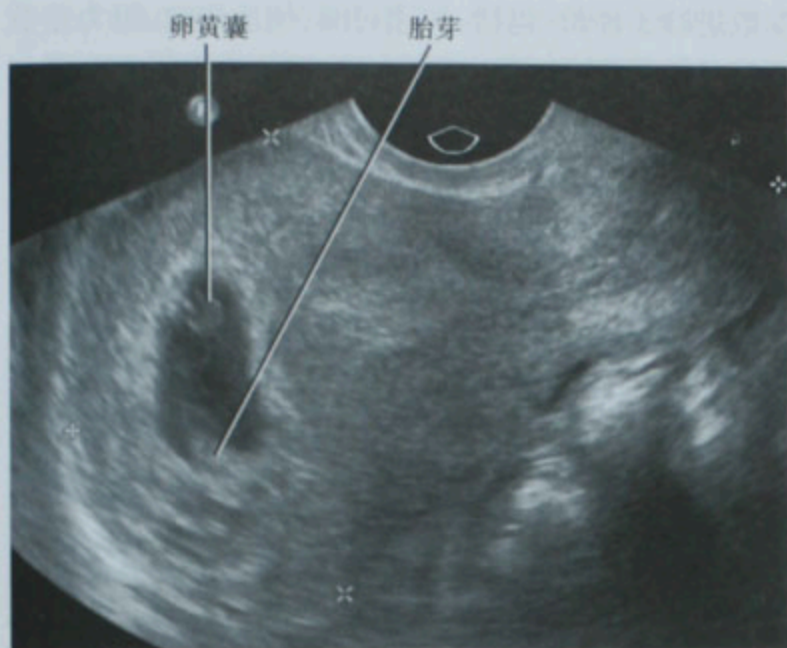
经阴道矢状超声图像显示宫内早孕(根据月经周期估测 6 周 +4 天)
